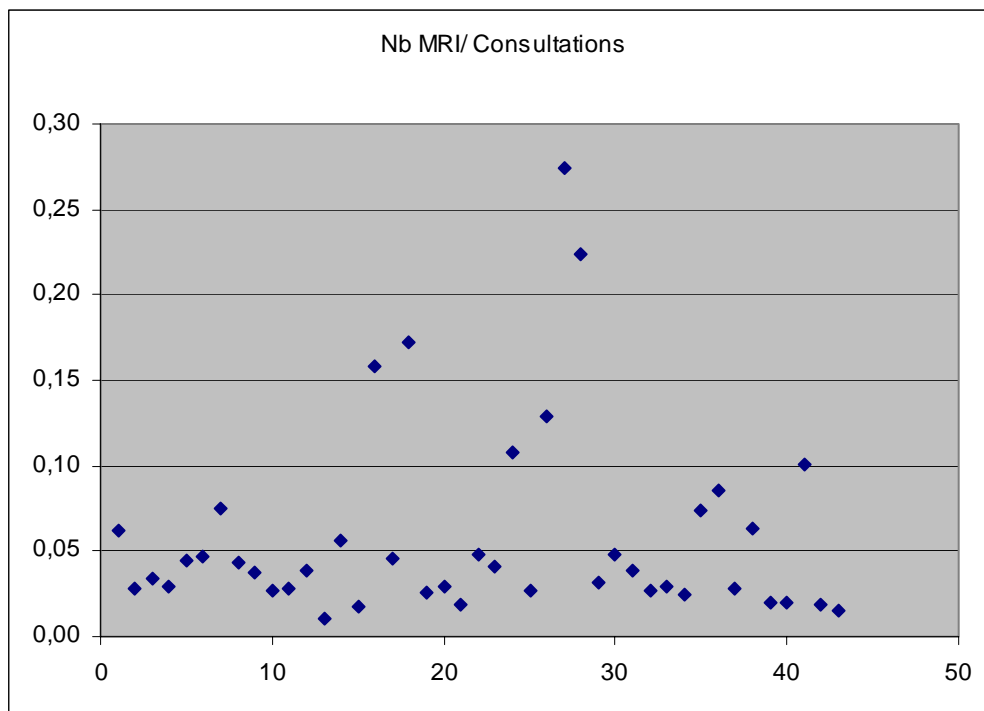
Nombre d'examens IRM par rapport au nombre de consultations hospitalières
